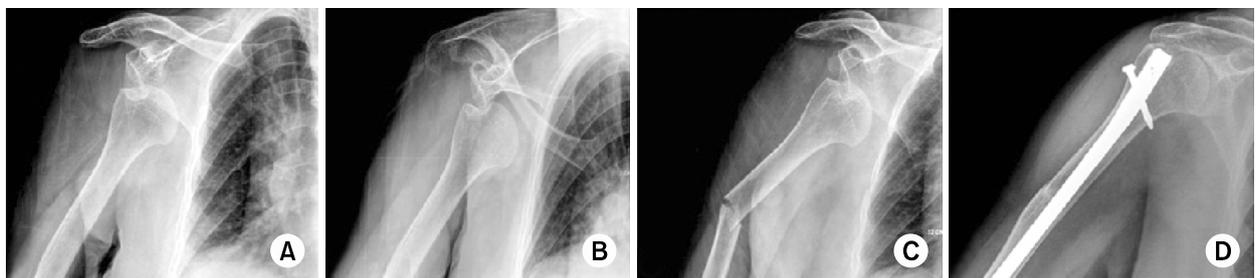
(A, B) Shoulder radiographs show a subglenoid type of anterior glenohumeral dislocation. (C) The humeral shaft fracture occurred when attempting closed reduction detected in a post reduction radiograph. (D) A radiograph taken five months later shows fixation with humeral nailing. Postoperatively, dislocation was reduced and there were no specific complications. Bone union was observed at 5 months of final follow-up.
